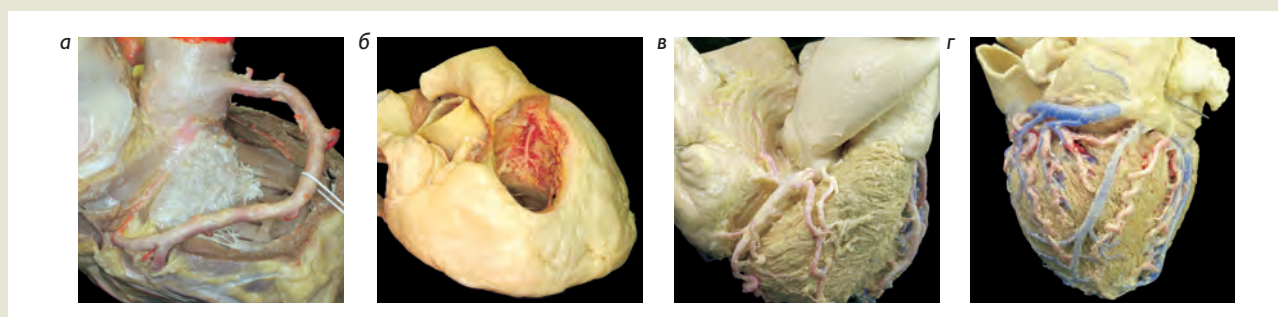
Анатомические препараты: а – артерия атриовентрикулярного узла и мембранозная перегородка (силиконовая заливка коронарных артерий рентгенконтрастным препаратом); б – первый септальный перфоратор на пластинированном препарате (заливка коронарных артерий рентгенконтрастным препаратом); в – артерия синусового узла (заливка коронарных артерий рентгенконтрастным препаратом); г – вена Маршала (заливка коронарных артерий и вен силиконом).
